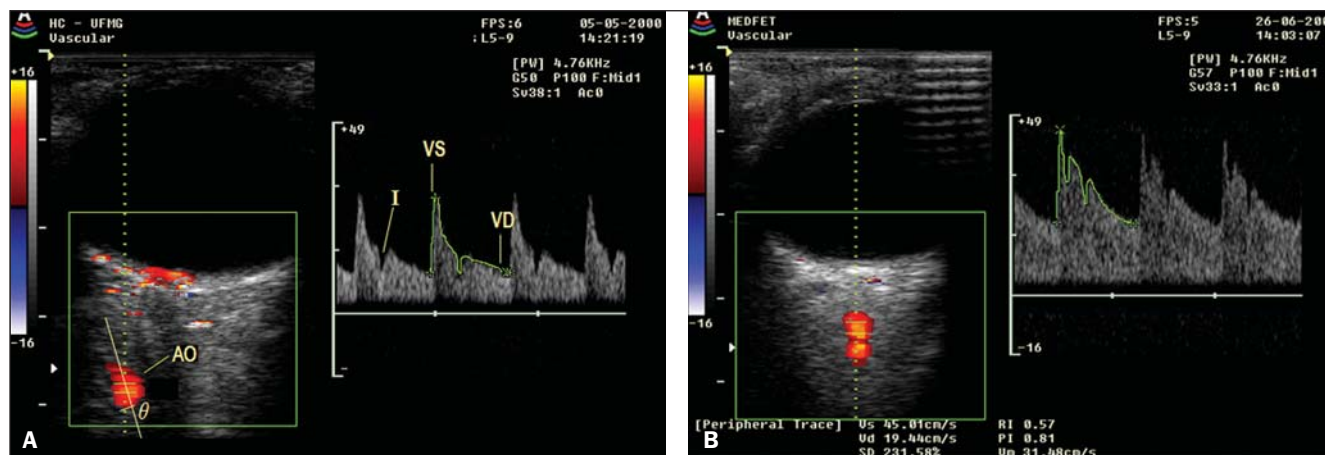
Dopplerfluxometria das artérias oftálmicas. A: Doppler da artéria oftálmica de paciente normotensa. B: Doppler da artéria oftálmica de paciente portadora de pré-eclâmpsia evidenciando aumento no fluxo diastólico e consequente redução do índice de resistência.
